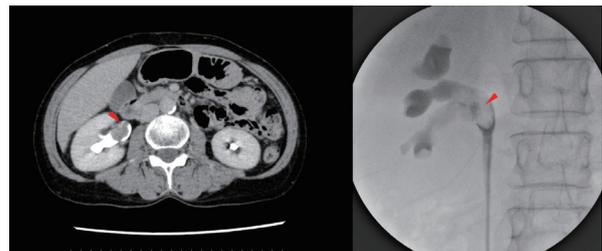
腫瘍画像 (左：CT画像 右：RP画像 矢印：腫瘍部)
